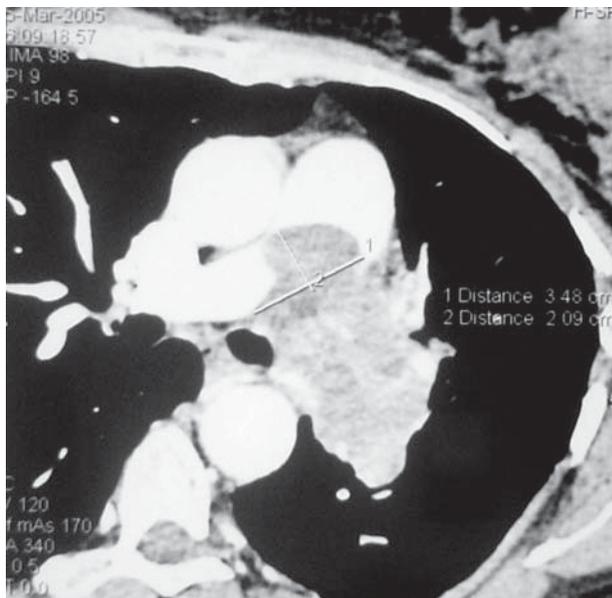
Компьютерная томограмма. Опухоль левой легочной артерии с интраваскулярным компонентом в легочном стволе.
